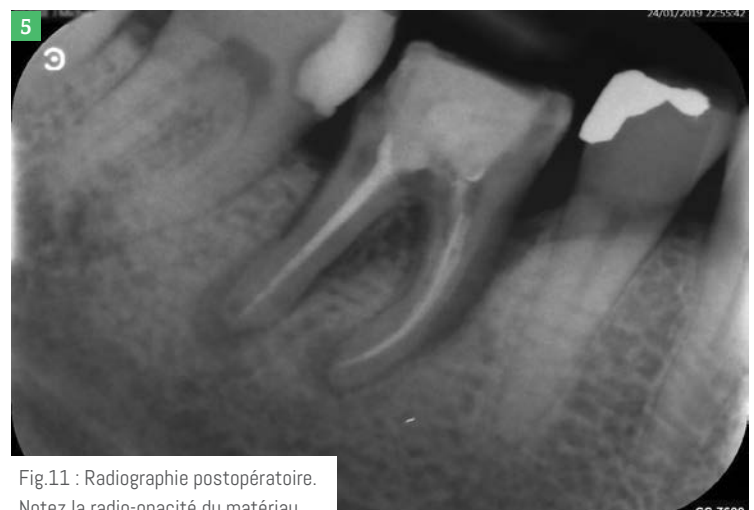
Radiographie postopératoire. Notez la radio-opacité du matériau.
